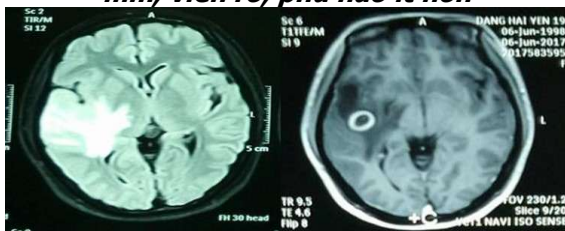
MRI sọ não ngày 25/4: ổ áp xe thùy TD phải kích thước 10x7 mm, tín hiệu dạng dịch, có vỏ ngấm thuốc mạnh, và phù não rộng
